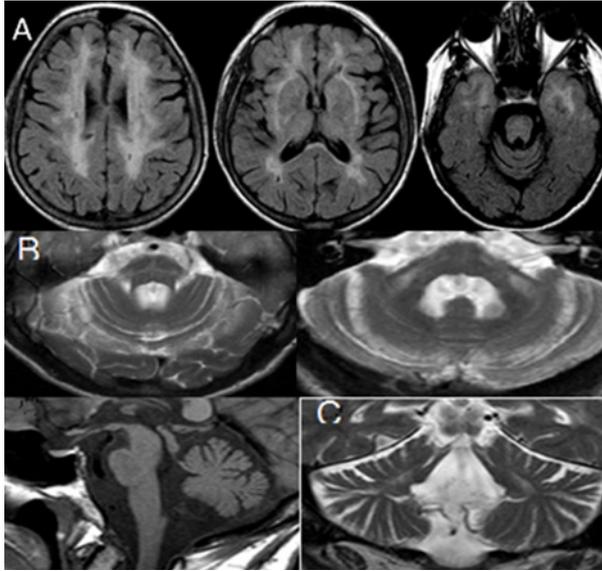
RM de Crânio. A: redução volumétrica cerebral, extensa área de hipersinal em substância branca periventricular, subcortical frontoparietal; hipersinal em T2, de aspecto cruciforme na ponte. B: Achados relacionados com a MSA com anomalia de sinal de aspecto cruciforme na ponte indicando degeneração das fibras transversas e da rafe mediana. Anomalia de sinal e atrofia dos pedúnculos cerebeloso médios e moderada atrofia da ponte. C: Moderada atrofia dos hemisférios cerebelosos, observando-se alargamento dos sulcos e dilatação compensatória do IV ventrículo.
